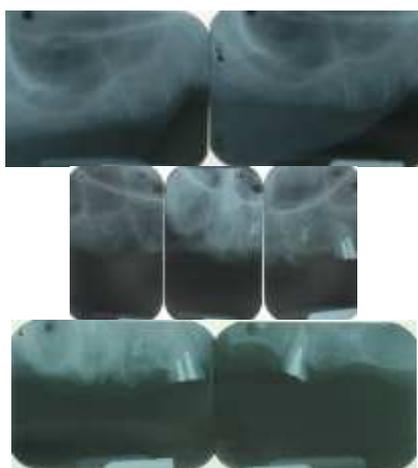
Première approche d'évaluation du volume osseux maxillaire : radiographies rétro-alvéolaires
